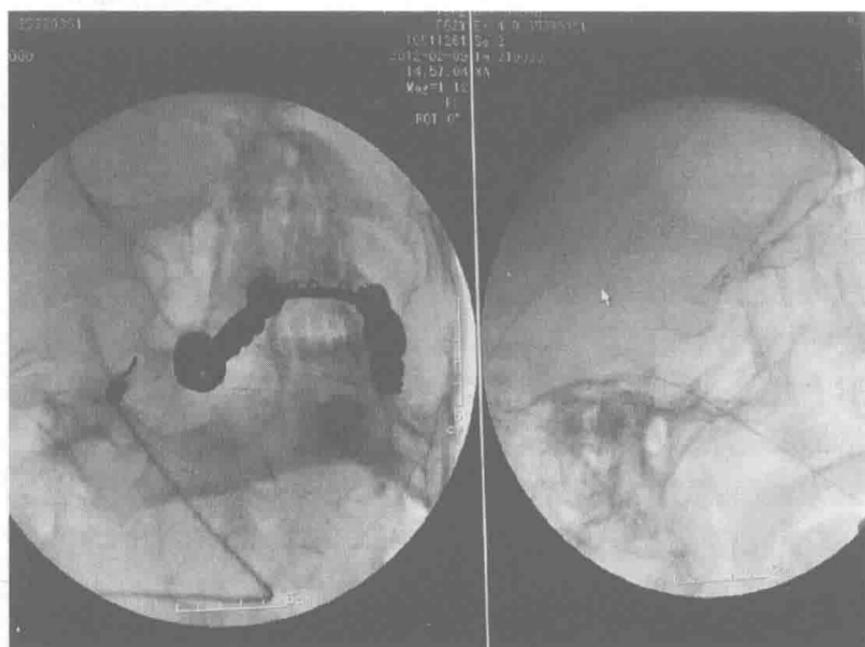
X线引导下射频针经卵圆孔穿刺到达三叉神经节
